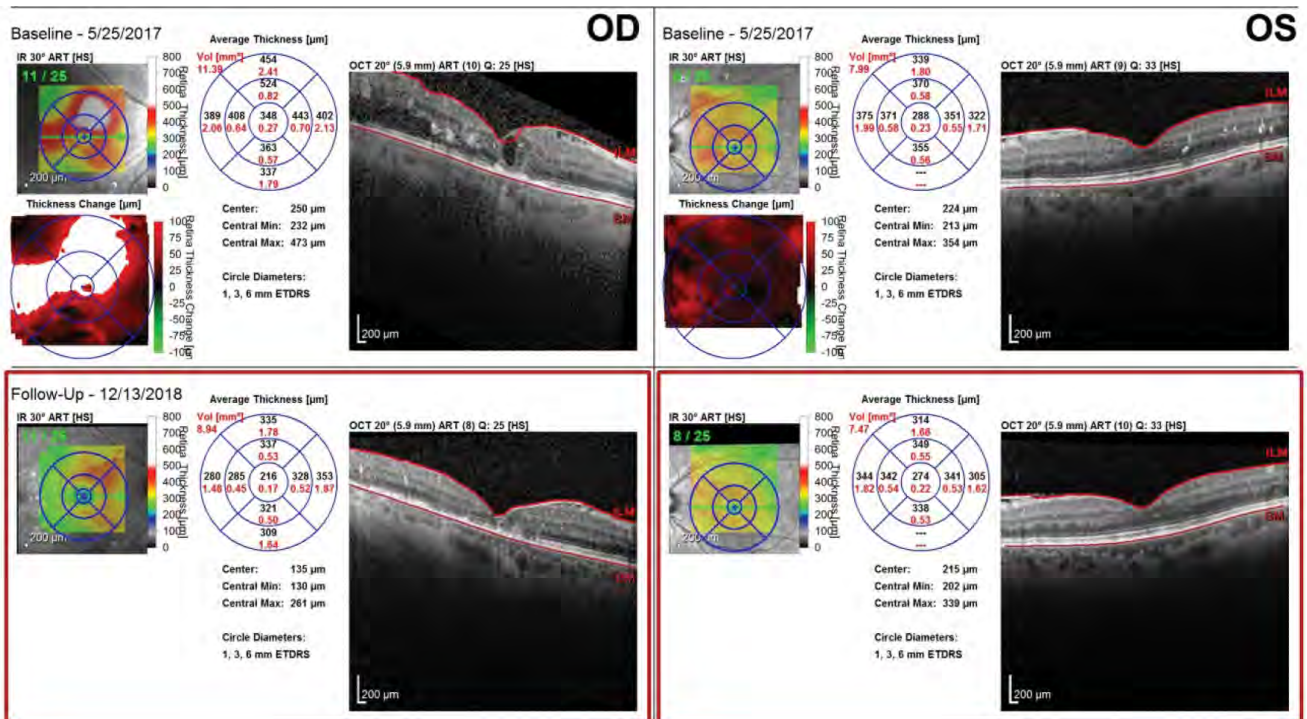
Aspectul tomografiei în coerență optică înainte și după injecțiile cu bevacizumab intravitrean. Edem macular diabetic central, remis după tratament
